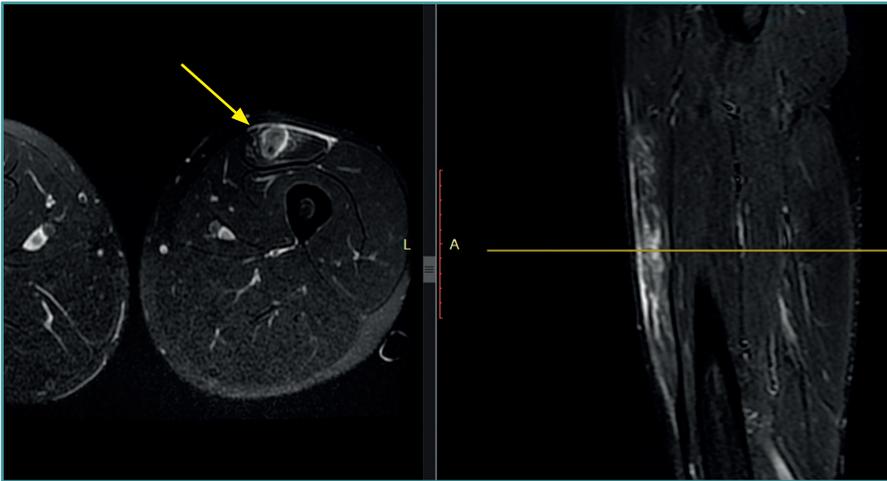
Resonancia magnética del muslo izquierdo con cortes axial y sagital, en secuencia T2. Signo de la diana o bull's eye sign en una lesión del recto femoral izquierdo que provoca un edema alrededor del tendón central y edema en el tejido muscular a su alrededor (flecha amarilla).
